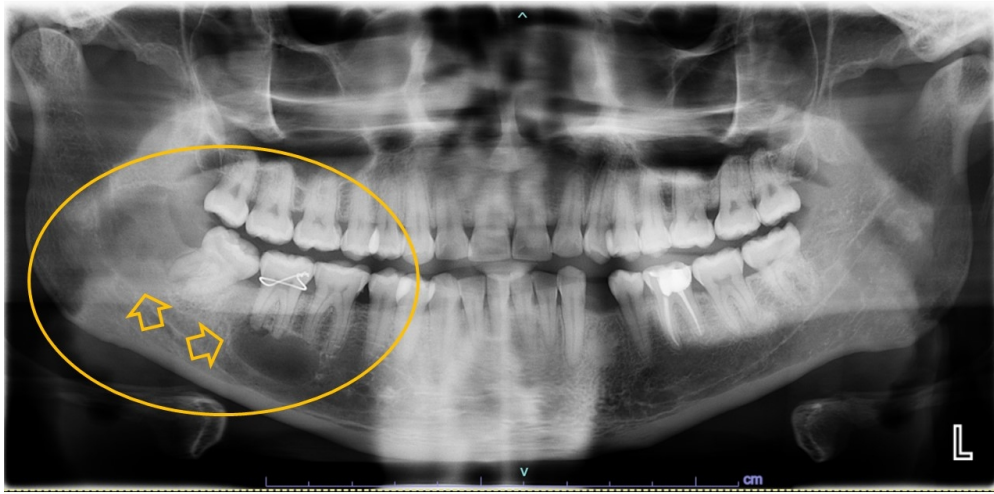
Ortopantomografía inicial.
